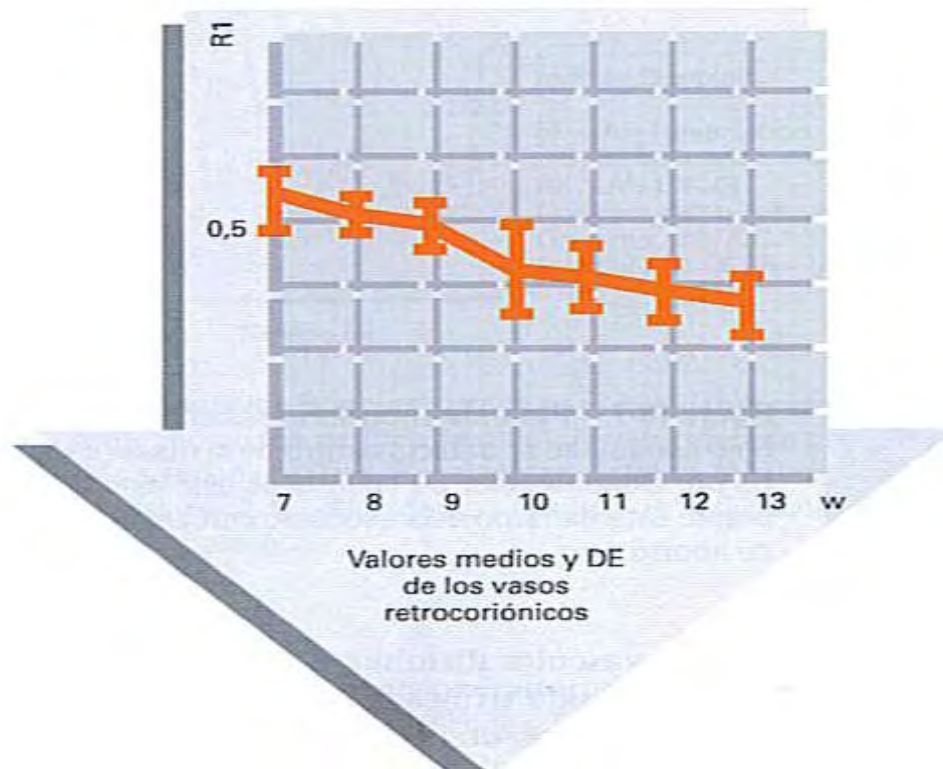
Índice de resistencia de la arteria uterina durante el primer trimestre y durante la gestación (Ecografía en Obstetricia y Ginecología-Fleicher 2003)
